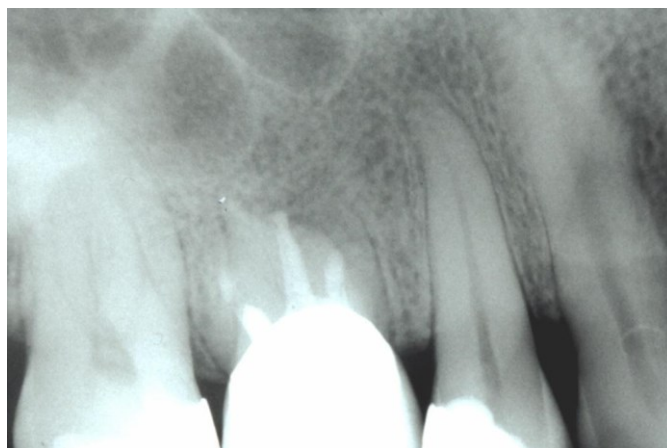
Radiografía de control (2003)
